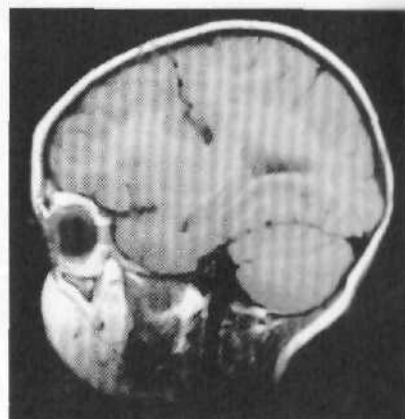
МРТ: шизэнцефалия с закрытыми (сомкнутыми краями), узкая латеральная щель мозга слева доходит до наружной стенки бокового желудочка.
